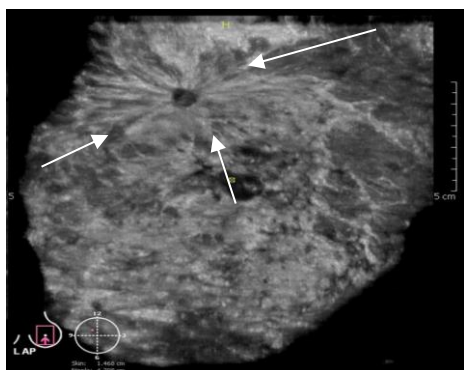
Сонотомограмма левой молочной железы. Фронтальный срез. Гипоэхогенный раковый узел с выраженным симптомом «ретракции» окружающих тканей (отмечен стрелками).
